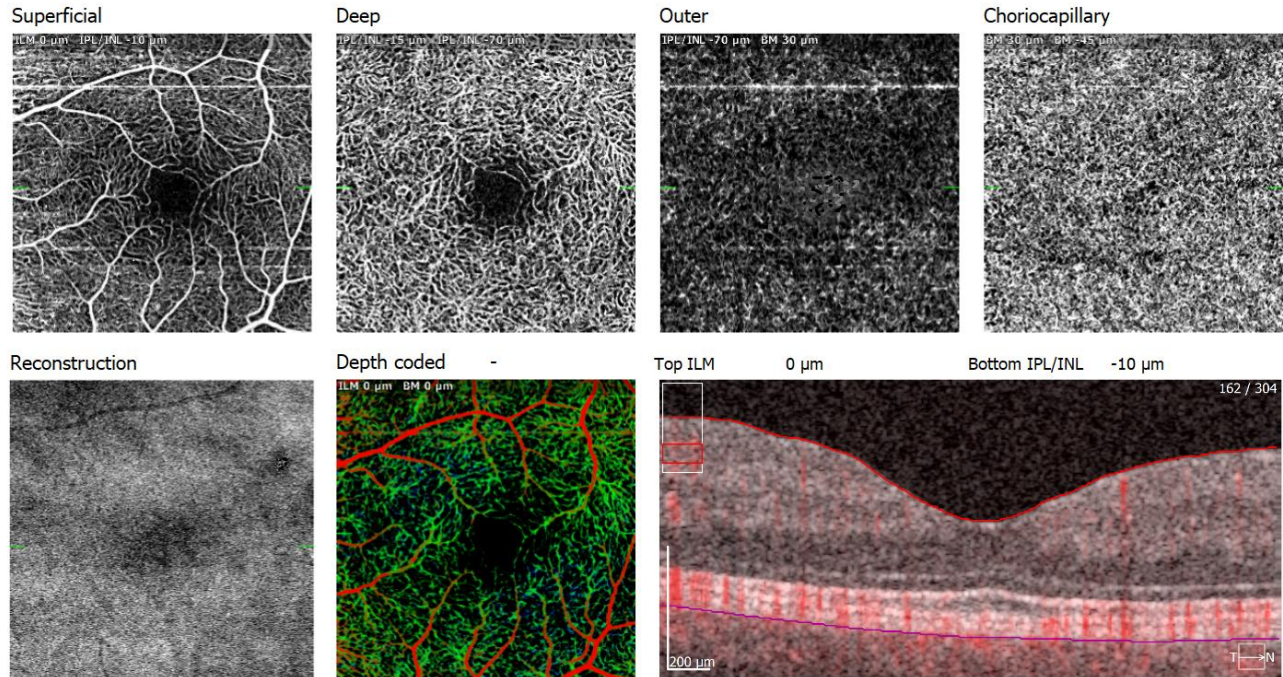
Зображення оптичної когерентної томографії ангіографії (ОСТ-А) парного ока пацієнта II групи.
